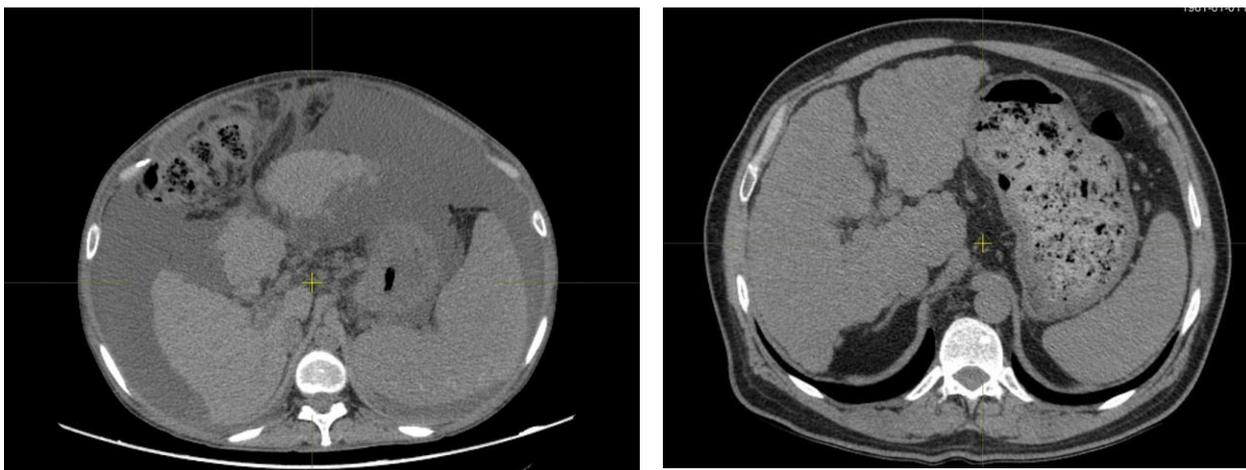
МСКТ при циррозе печени.
